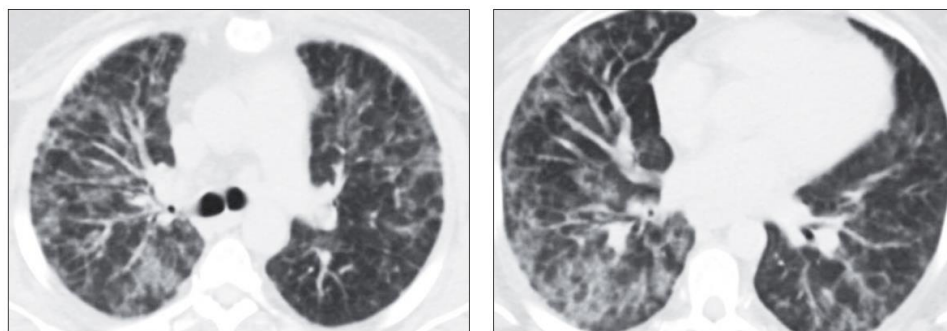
TC axiales de hallazgos compatibles con neumonía intersticial de células gigantes (17).
